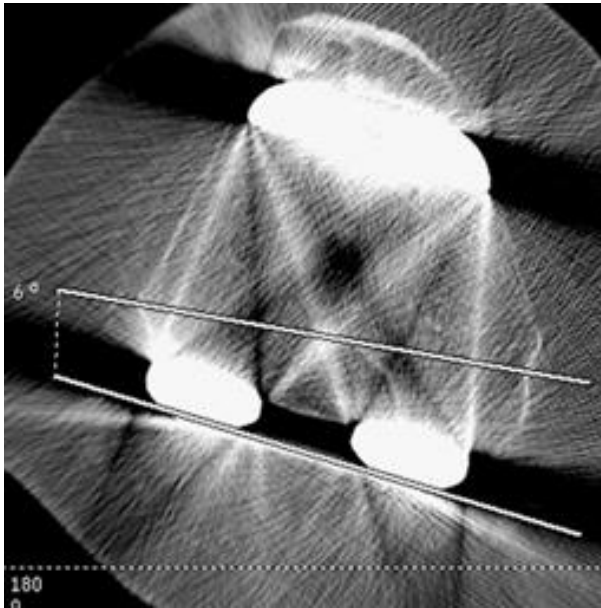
Rotations-Computertomographie eines 6° innenrotierten Femurs nach KTEP in Bezug zur Epikondylenachse weicht die Epikondylenlinie von der dorsalen Kodylenlinie ab, kommt es zur Innenrotation des Femurs. Ideal wären 0° Innenrotation(13).
